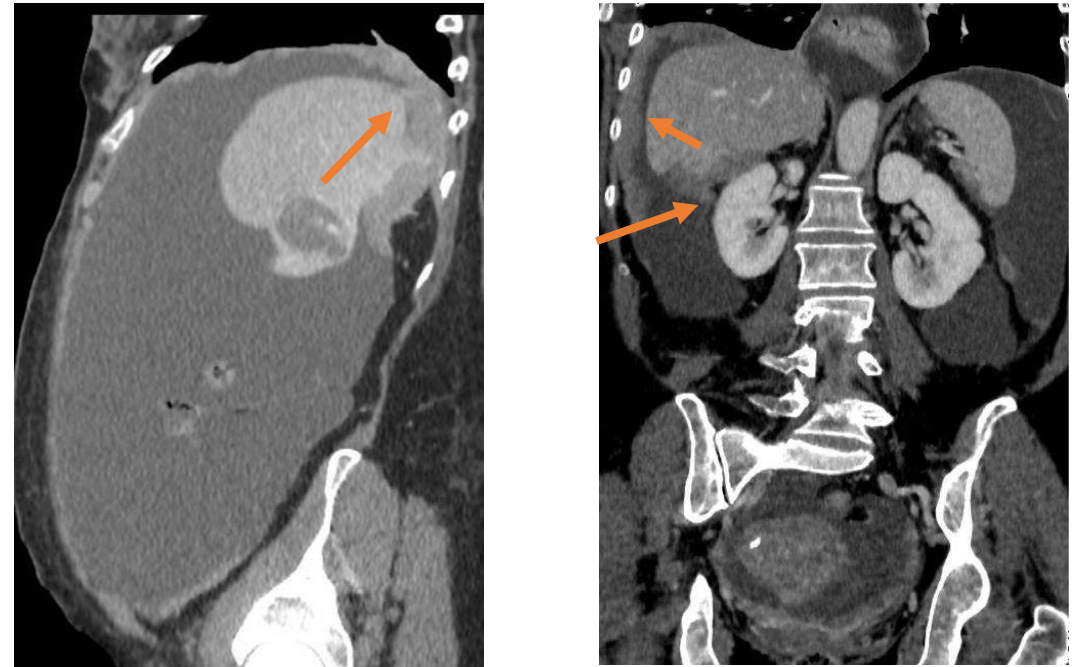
TC con contraste, planos sagital y coronal. Las flechas señalan afectación del espacio subfrénico derecho
